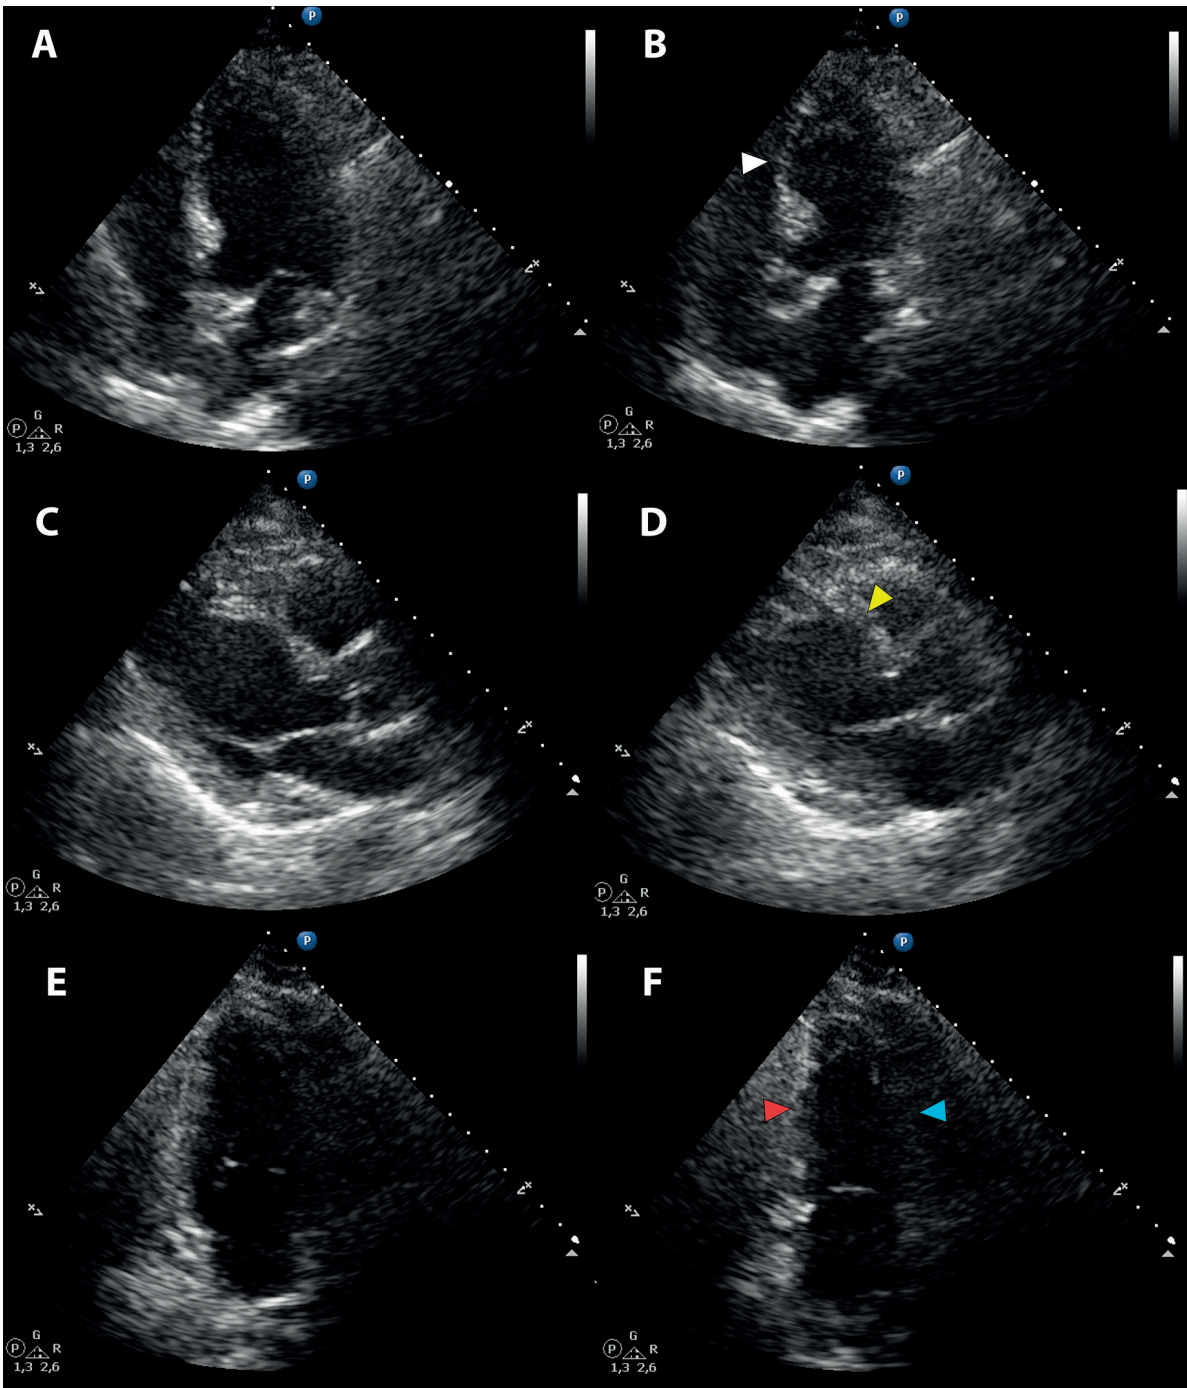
Achados ao Ecocardiograma Transtorácico (ETT). A-B) ETT em incidência apical quatro câmaras em diástole (A) e sístole (B), demonstrando acinesia e abaulamento sistólico (ballooning) do segmento inferosseptal médio (ponta de seta branca). C-D) Incidência paraesternal longitudinal em diástole (C) e sístole (D), demonstrando acinesia e abaulamento do segmento anterosseptal médio (ponta de seta amarela). E-F) Incidência apical duas câmaras em diástole (E) e sístole (F), demonstrando acinesia inferior média (ponta de seta vermelha) e hipocinesia anterior média (ponta de seta azul). O ETT confirmou os achados prévios da ventriculografia esquerda, sugestivos de CIE.
